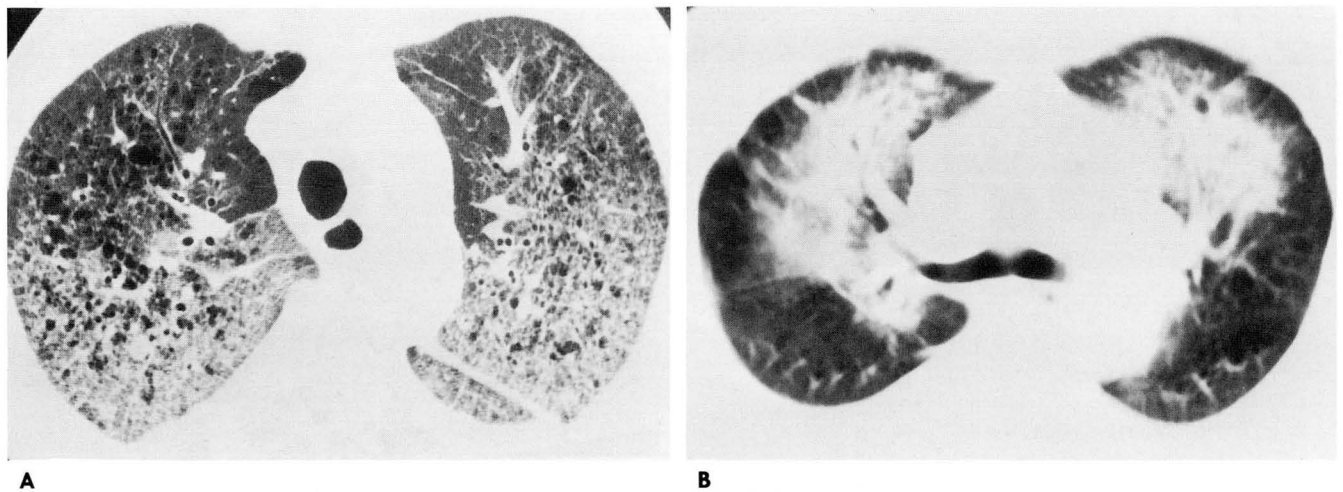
Distribution of pulmonary edema on CT: dependent portion(A), non-dependent portion(B).
